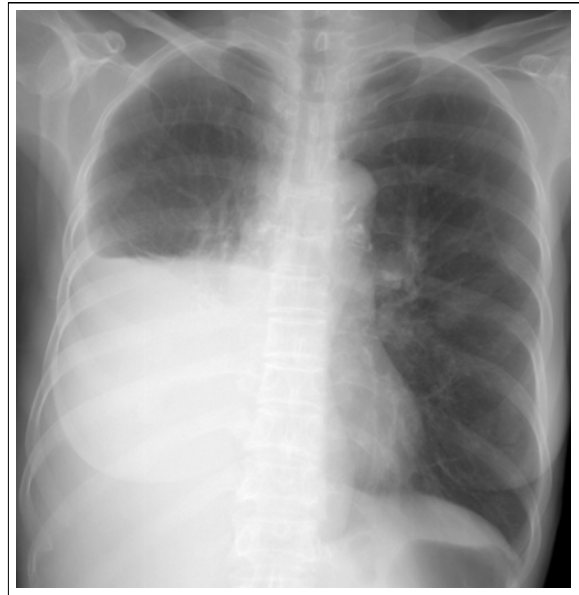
On admission, chest radiograph shows diffuse homogenous radiopaque haziness over the right middle and lower lung fields.
